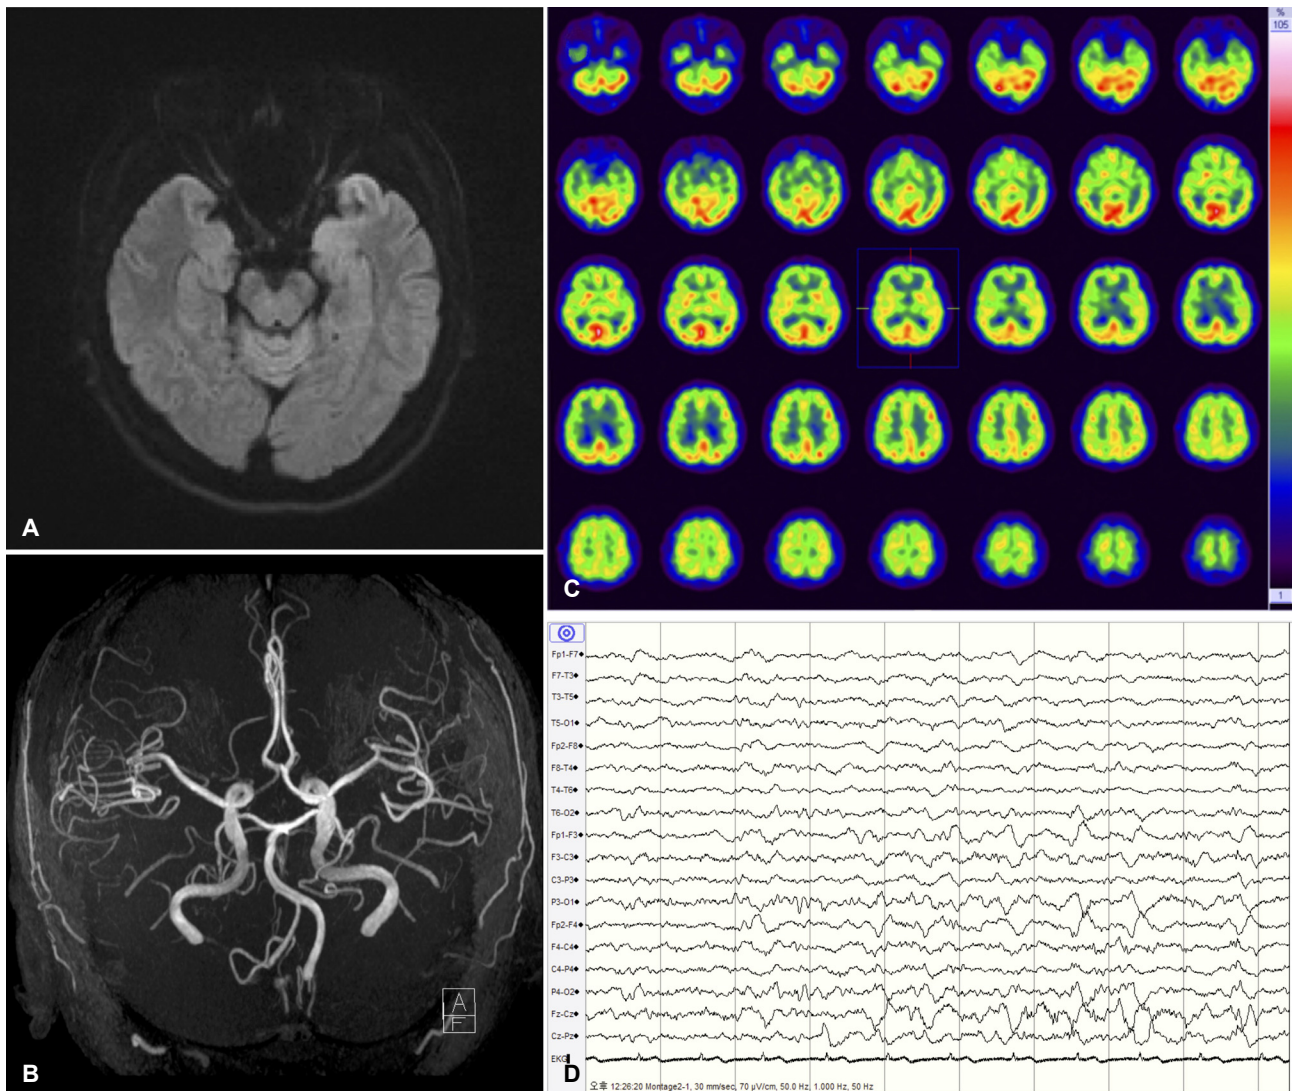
Case 1. Diffusion-weighted magnetic resonance imaging of the brain performed 7 days after transient global amnesia (TGA) onset showed no abnormal signals in the both temporal lobes (A). Time of flight angiography did not demonstrate any stenoses (B). Single-photon emission computed tomography using ^{99m}Tc -ethylene cysteine diethylester showed diffusely decreased perfusion in the both frontal, temporal and left parietal cortices (C). Electroencephalography performed 10 days after TGA onset showed intermittent and generalized 6 Hz slow waves without epileptic discharge (D).
